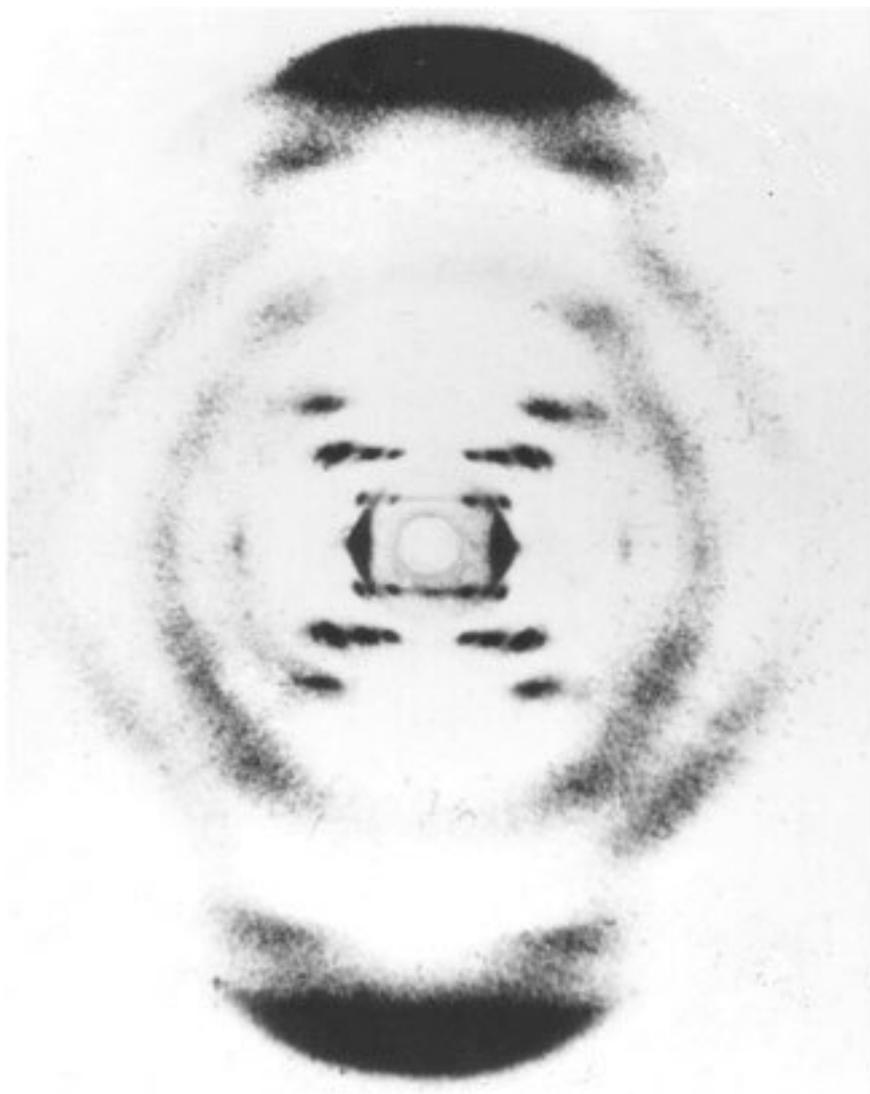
Рентгенограмма ДНК. Такую рентгенограмму получила впервые Розалинда Франклин
